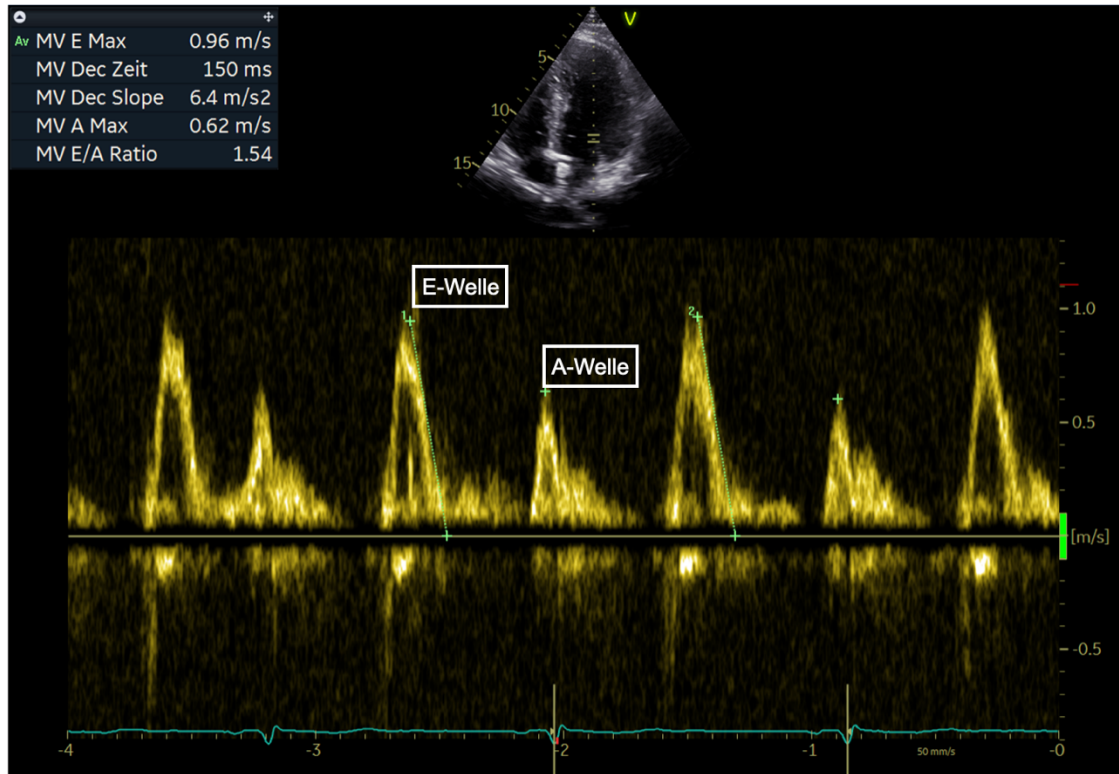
Echokardiographische Darstellung eines Normalbefundes des linken Ventrikels während der Diastole
